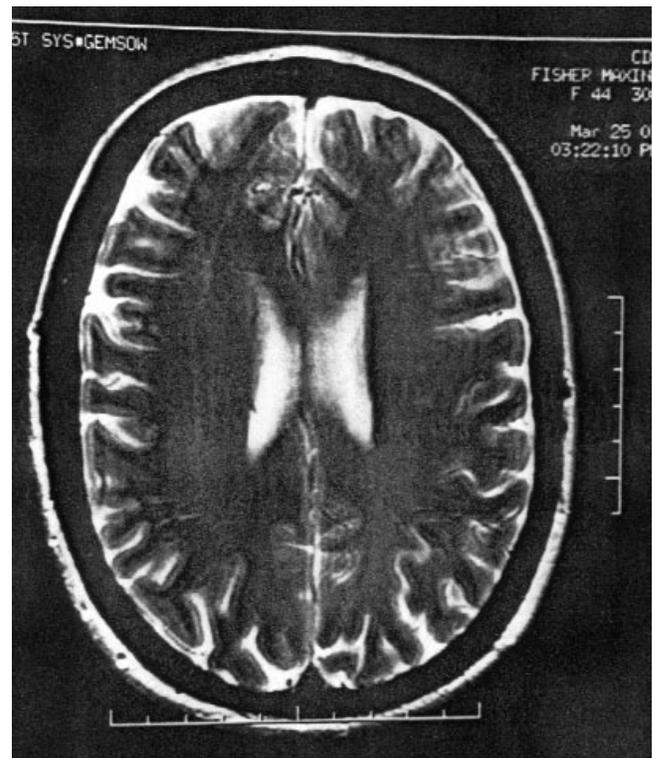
IRM cerebral de la paciente en la cual muestra áreas de hiperintensidad.
